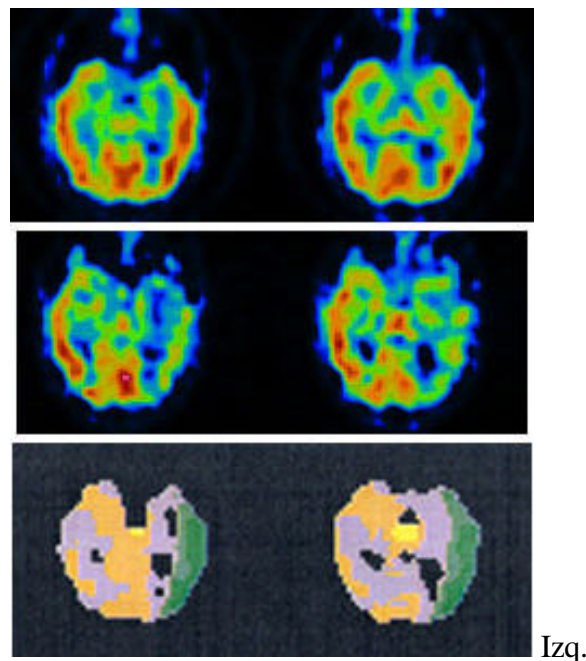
Cortes paralelos al eje mayor del temporal del SPECT interictal, del SPECT del TAS tras la inyección de amobarbital en la ACI izquierda y imagen diferencia con escala de color paramétrica. En el temporal lateral (color verde) el amobarbital ha producido una reducción de la perfusión del 10%. Sin embargo, en el temporal mesial o hipocampo (color gris) el amobarbital no ha producido disminución de la perfusión, por lo que se interpreta que no se ha inactivado durante el TAS.
